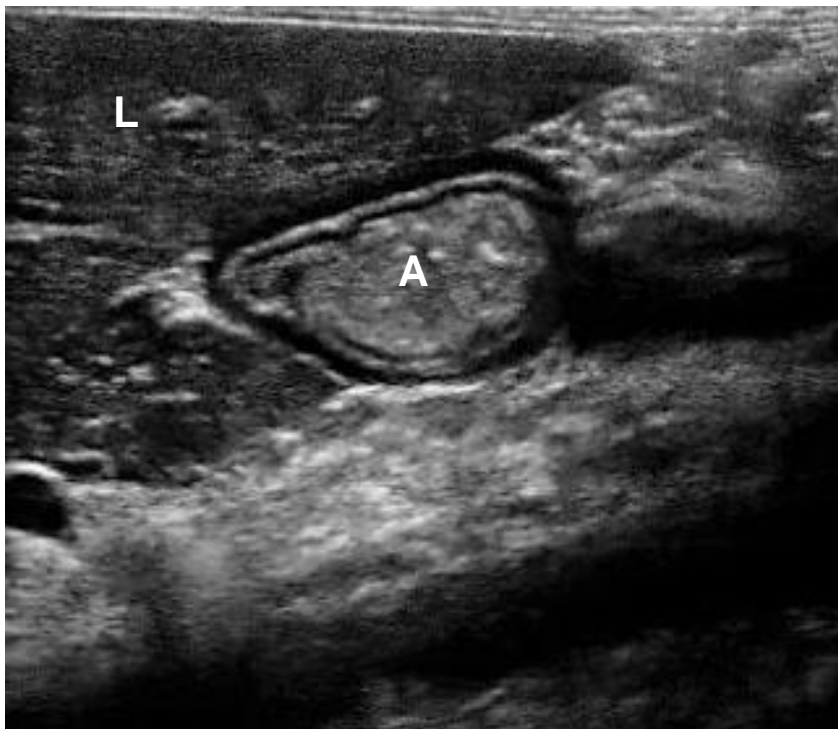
Sonographische Darstellung des Magenantrums
